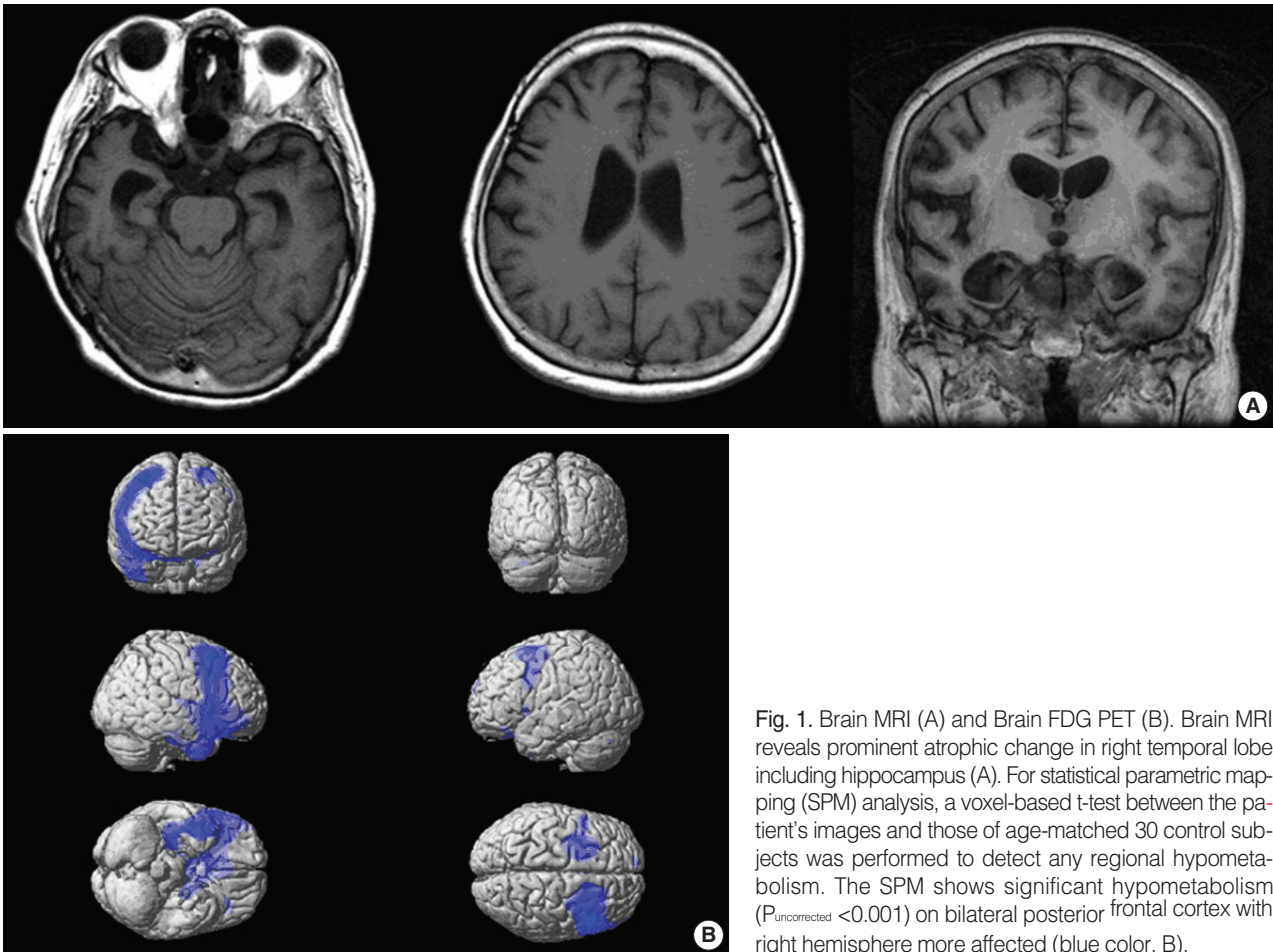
Brain MRI (A) and Brain FDG PET (B). Brain MRI reveals prominent atrophic change in right temporal lobe including hippocampus (A). For statistical parametric mapping (SPM) analysis, a voxel-based t-test between the patient's images and those of age-matched 30 control subjects was performed to detect any regional hypometabolism. The SPM shows significant hypometabolism ($P_{uncorrected} < 0.001$) on bilateral posterior frontal cortex with right hemisphere more affected (blue color, B).
